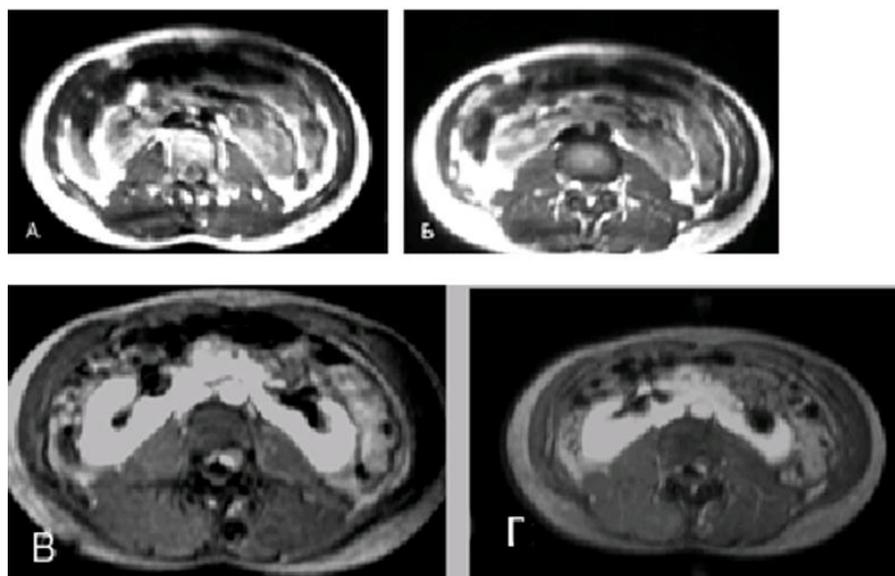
МР-томограммы с применением ПКС при подковообразной почке (А, Б – до контрастирования, В, Г – после контрастирования; фронтальные сечения, различные уровни)
